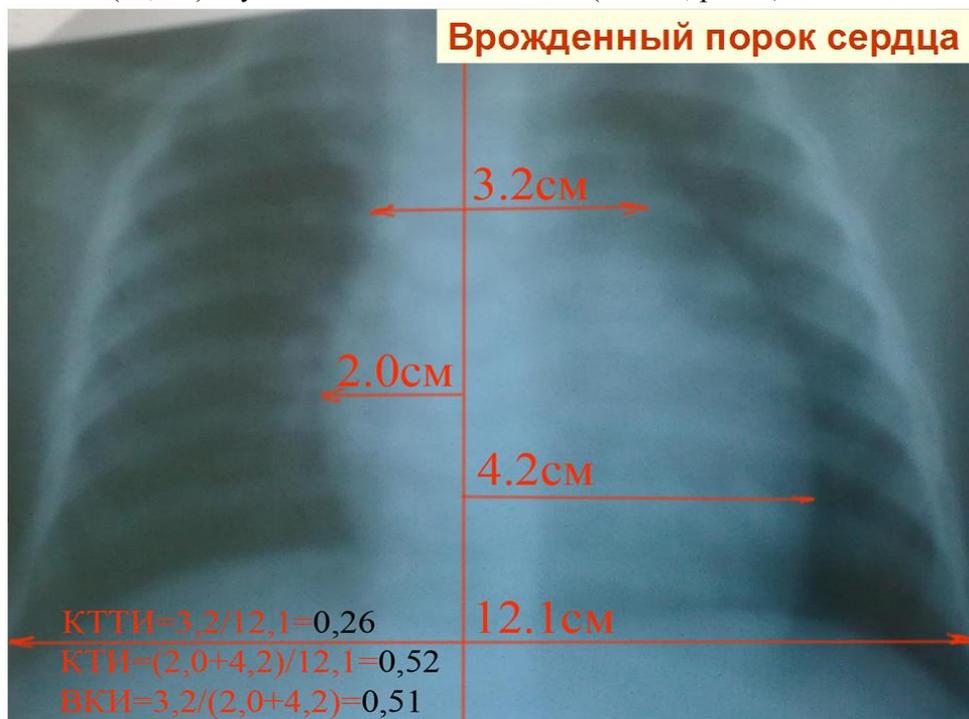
Рентгенограмма больного с ВПС
